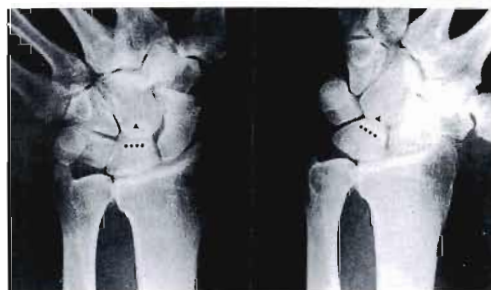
P-A X-ray of the Wrist at Radial Deviation (right) and Ulnar Deviation (left).
